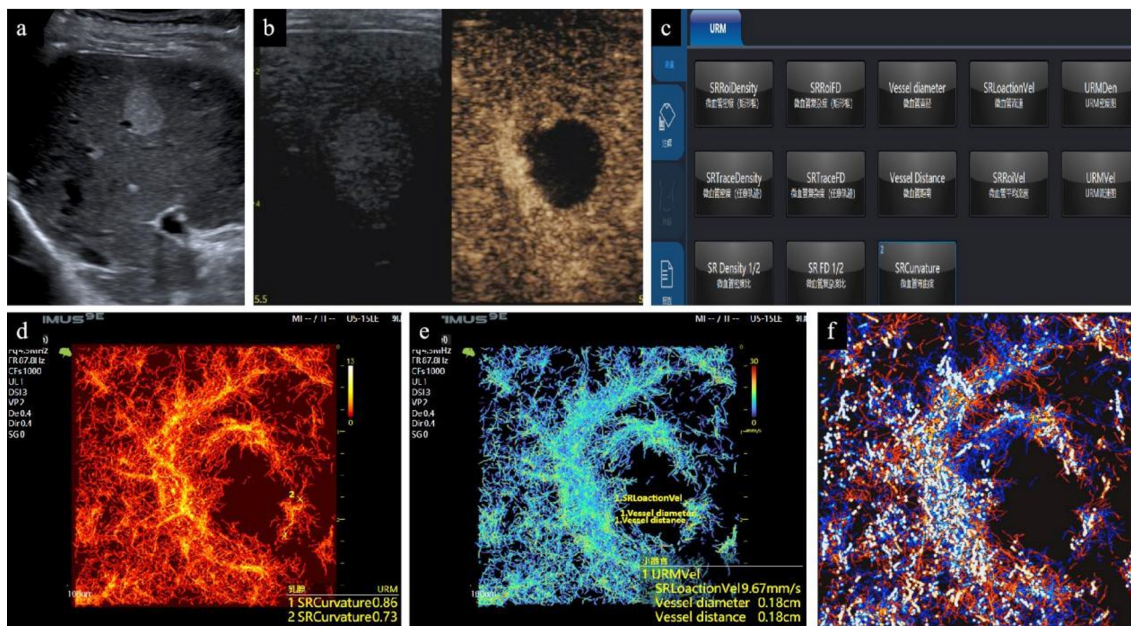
肝癌CEUS及ULM成像。(a)灰阶超声下显示肝右前叶近肝表面一大约18×15mm的边界清晰、类圆形病灶，呈不均匀稍高回声。(b) CEUS动脉期，显示病灶边缘处丰富环状高增强。(c) ULM测量面板，显示血管直径、复杂度、弯曲度、微血管距离及密度、微血管平均流速等13项可定量测量指标；(d)微血管密度图（显示测量了两处微血管弯曲度分别为0.86和0.73）；(e)血流速度图（显示测量两处微血管直径均约1.8mm）。(f)微血管方向图（为动态图，显示了微血管的复杂度）。缩写：CEUS，超声造影；ULM，超声定位显微镜。
